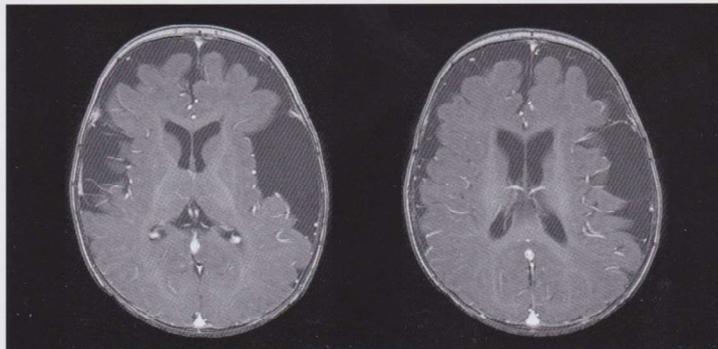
Tipica immagine MRI cerebrale di bambino con aciduria glutarica di tipo 1: atrofia frontotemporale, dilatazione scissura silviana, segnale iperinteso a livello di gangli della base, sostanza bianca frontale e area periventricolare.
